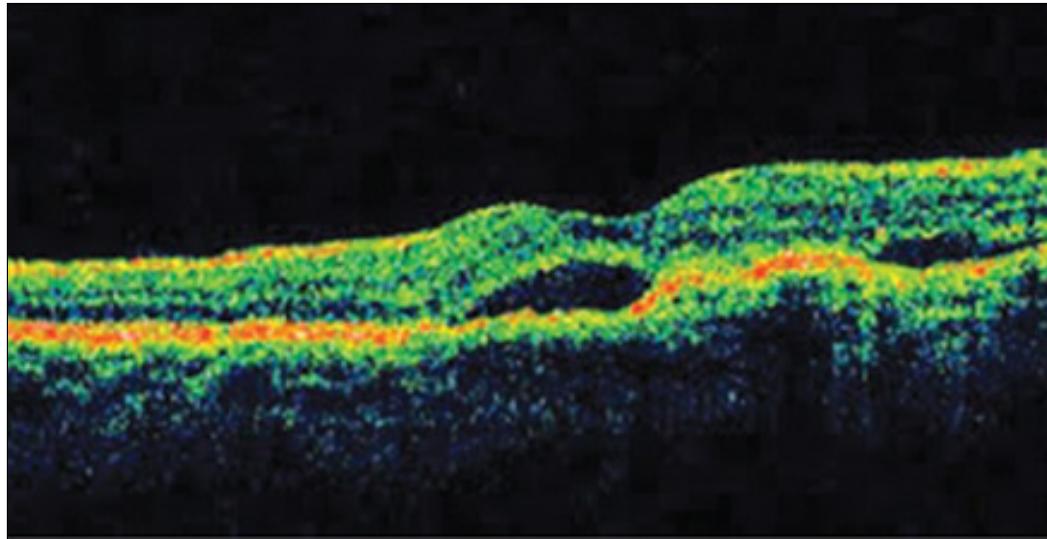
삼출성 나이관련황반변성의 빛간섭단층촬영. 망막허액과 색소상피박리가 관찰된다.
